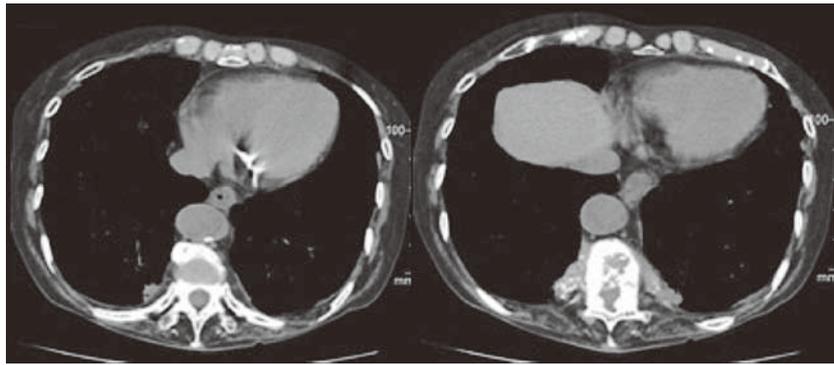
Chest CT at the level of the 10th thoracic vertebra showed repaired vertebral body and decreased mass lesion.
